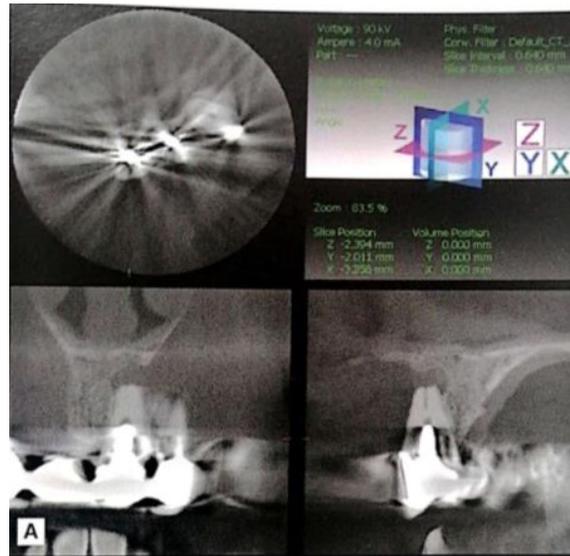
Ejemplos de ruidos en tomografías por presencia de metales
